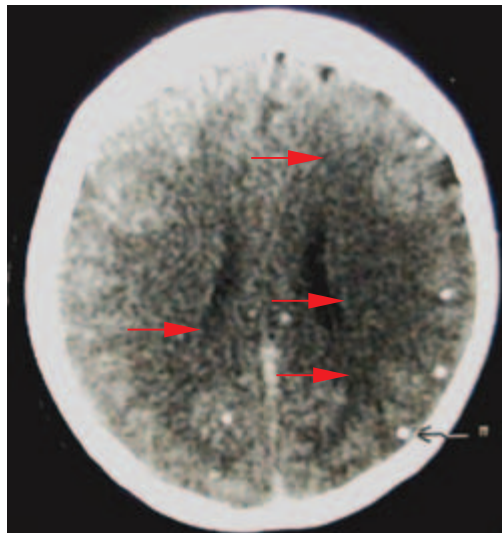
Múltiples calcificaciones. Tomografía axial computarizada en fase simple. Múltiples imágenes nodulares hiperdensas localizadas en el espacio subaracnoideo.*
